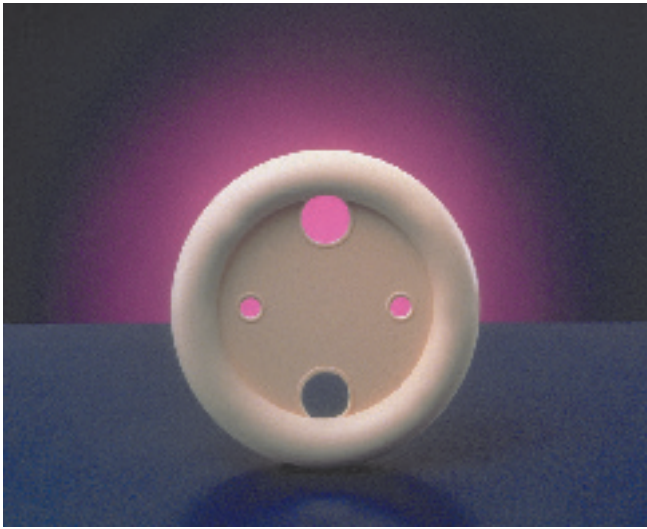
Fotografía que muestra los diferentes tipos de pesarios. A. Pesario cúbico. B. Pesario de Gehrung. C. Pesario de Hodge con botón. D. Pesario de Regula. E. Pesario de Gellhorn. F. Pesario de Shaatz. G. Pesario de disco para incontinencia. H. Pesario anular. I. Pesario en rosca. (Reproducida con autorización de CooperSurgical, Inc., Trumbull, CT.)
